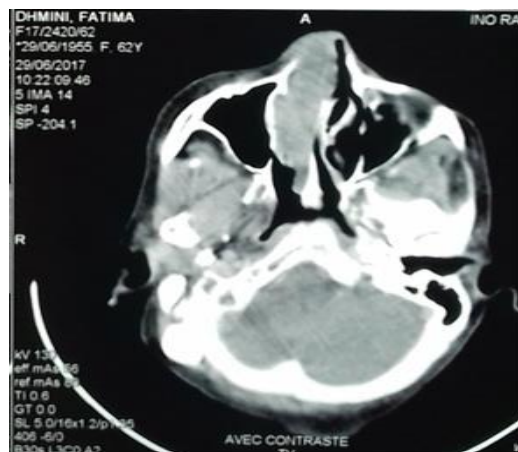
Image TDM montrant un comblement de la cavité nasale droite avec absence de lyse osseuse et d'extension intra-orbitaire. (T3)
